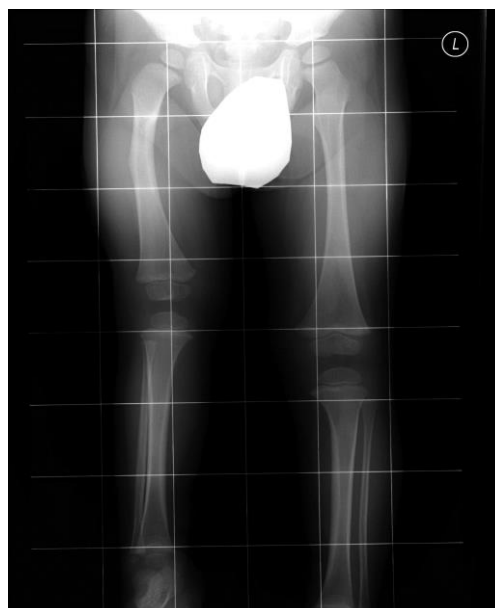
XLI. RTG pánve a femurů, AP projekce. Nález po pěti operacích pravé kyčle. Dosud nezhojený uměle vzniklý pakloub vpravo je po provedených korekcích lokalizován distálněji
